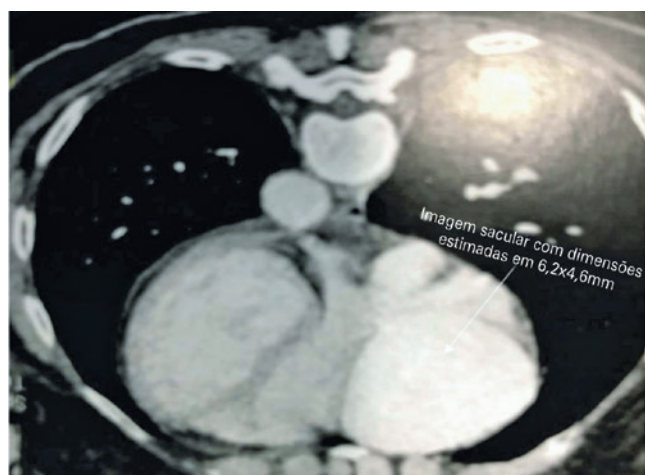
Tomografia de tórax em janela mediastinal com visualização de importante dilatação aneurismática em topografia de artéria coronária direita.
